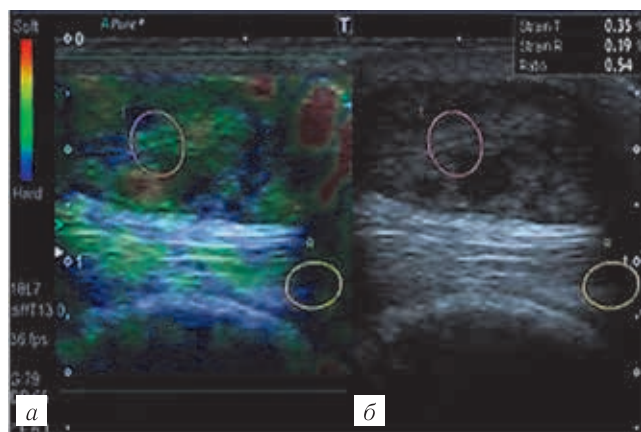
Больной Д., 28 лет. Хронический бурсит локтевого отростка: а — УЗИ, эластография, продольное сканирование. Третий тип цветовой карты эхоструктуры синовиальной сумки — мозаичное окрашивание, коэффициент жесткости ткани 0,5; б — УЗИ, В-режим, продольное сканирование. Оболочка синовиальной сумки фиброзирована (изо-, гиперэхогенная); в содержимом на гипоэхогенном фоне — мелкие множественные гиперэхогенные включения.
